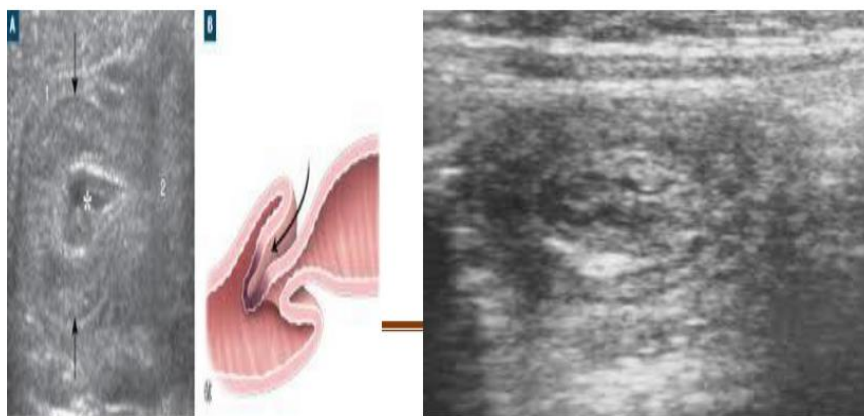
Image échographique illustrant un croissant liquidien au sein du boudin [29]
